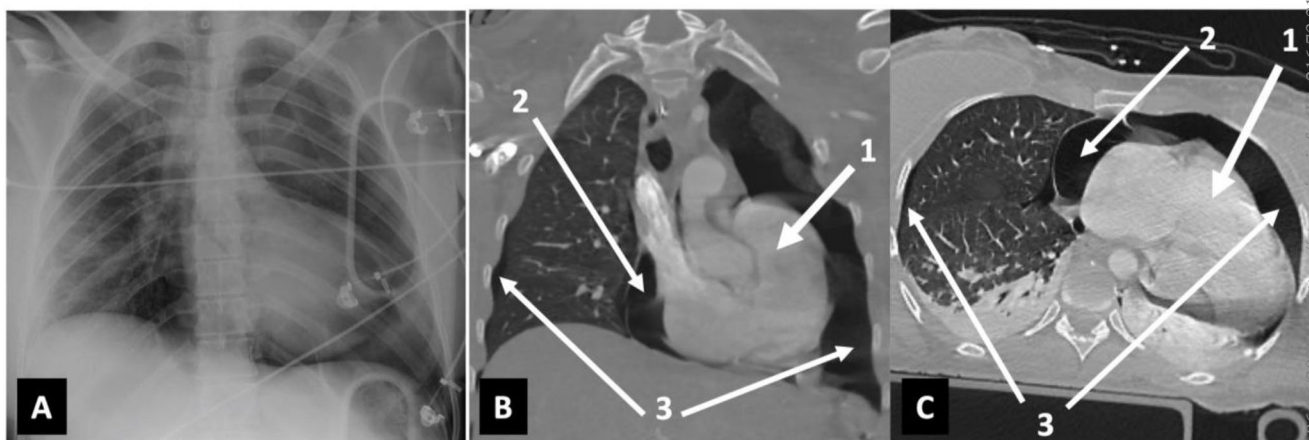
A. Radiographie thoracique de face initiale avec une déviation de l'axe du cœur vers la gauche, une horizontalisation de la masse ventriculaire gauche faisant évoquer un aspect « en sabot » de la silhouette cardiaque. B. Tomodensitométrie initiale en coupe frontale mettant en évidence une luxation cardiaque (1), un pneumopéricarde (2) et un pneumothorax bilatéral (3). C. Tomodensitométrie initiale en coupe transverse mettant en évidence une luxation cardiaque (1), un pneumopéricarde (2) et un pneumothorax bilatéral (3). Reproduit avec l'accord de la patiente
